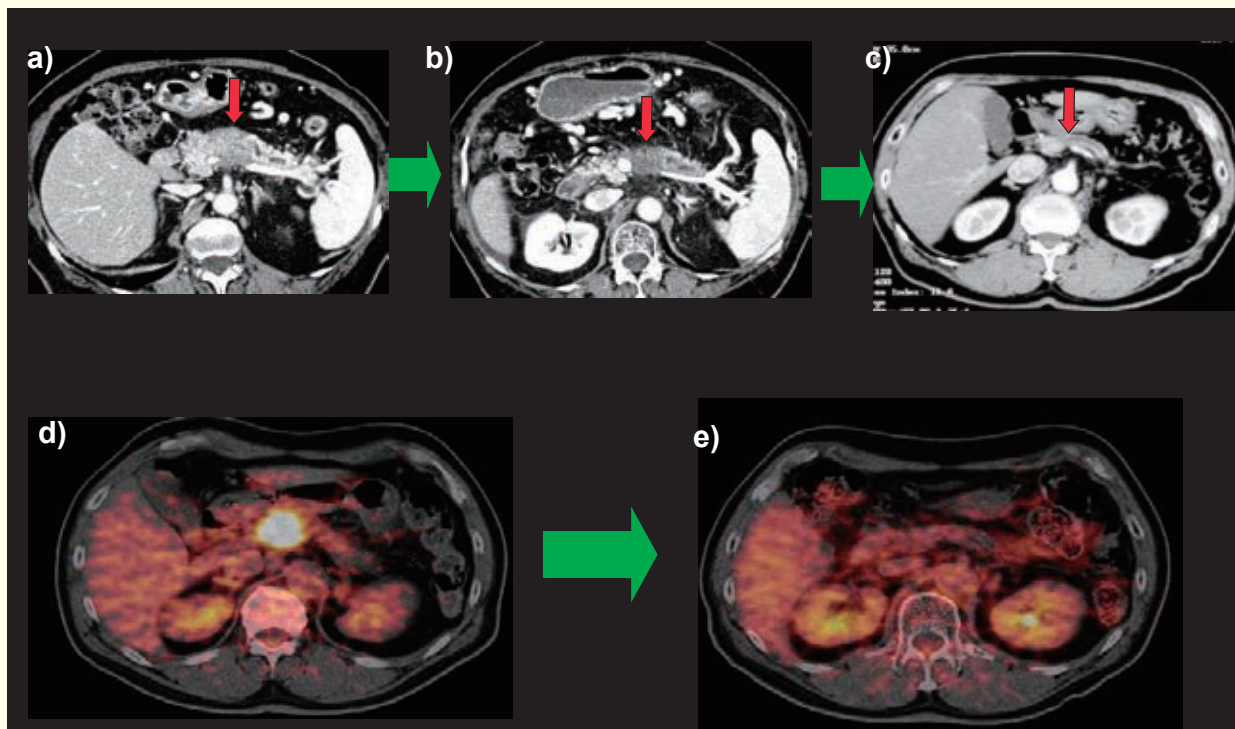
66歳男性、局所進行膵体部がんにて50.4GyE/12回の重粒子線治療を施行した。a)治療前CT像 b)治療4か月後 c)治療8か月後 d)治療前FDG-PET像 e)治療6か月後、CTでは治療8か月後、PETでは6か月後に腫瘍はほぼ消失した。5年を超えて生存している。
